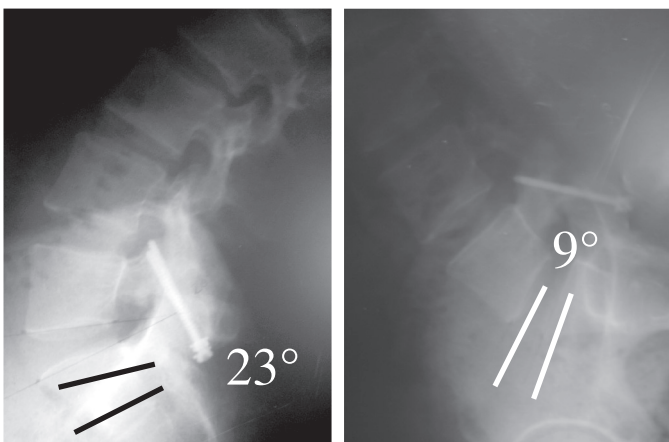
Radiografías que evidencian movilidad discal postoperatoria
